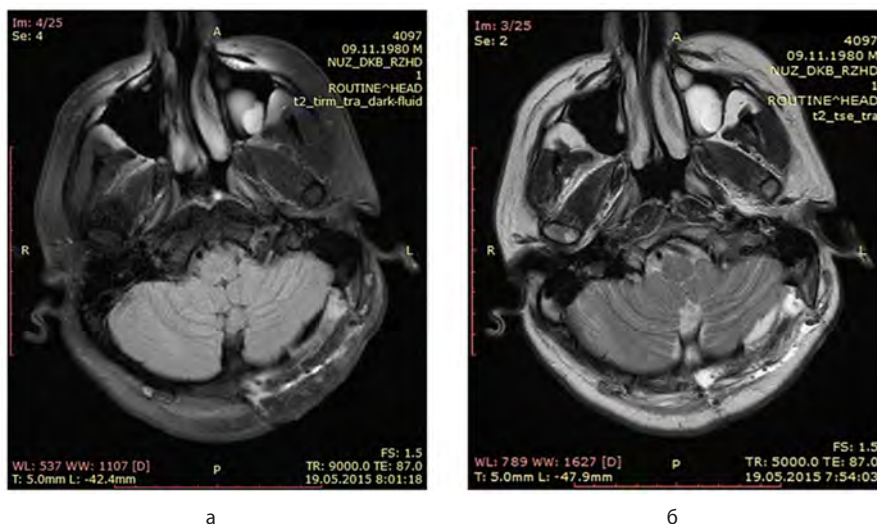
МРТ головного мозга через двое суток после операции. Послеоперационные изменения: а – аксиальная проекция, T-1 режим; б – аксиальная проекция, T-2 режим.
